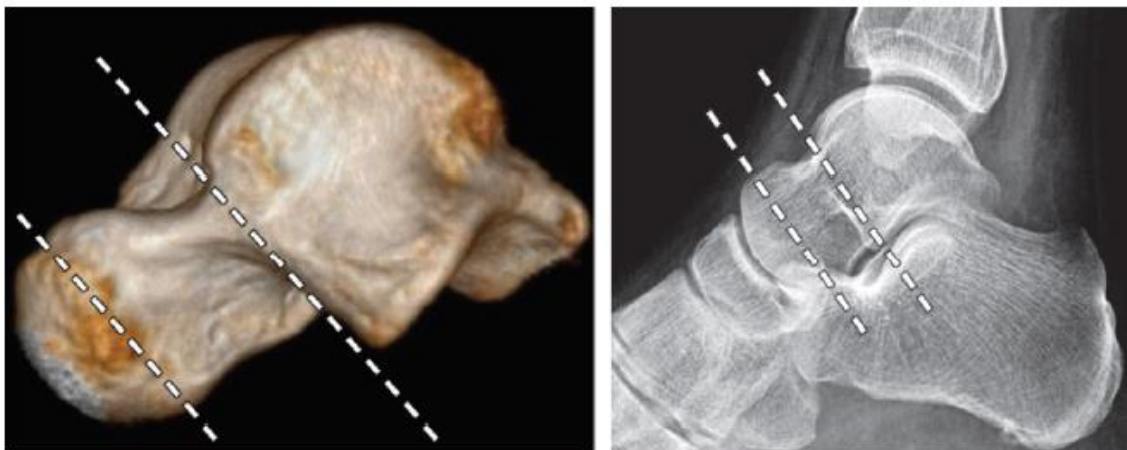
Reconstruction scanographique tridimensionnelles du talus (à gauche) et radiographie de la cheville, incidende de profil (à droite) limitant les différentes parties de l'os : la tête, le col et le corps de l'astragale (pointillées). [34]
